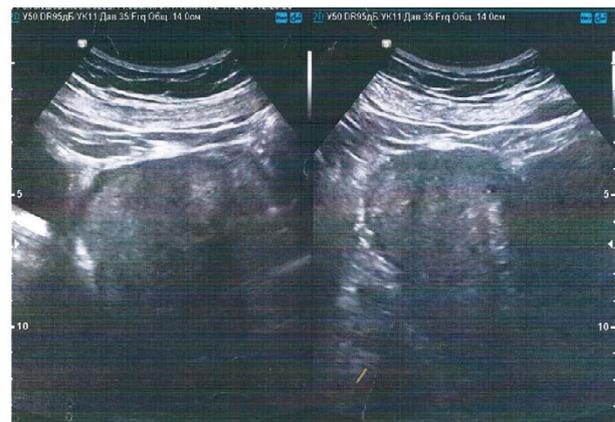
Данные УЗИ органов малого таза – активное кровоснабжение миометрия и опухоли.
